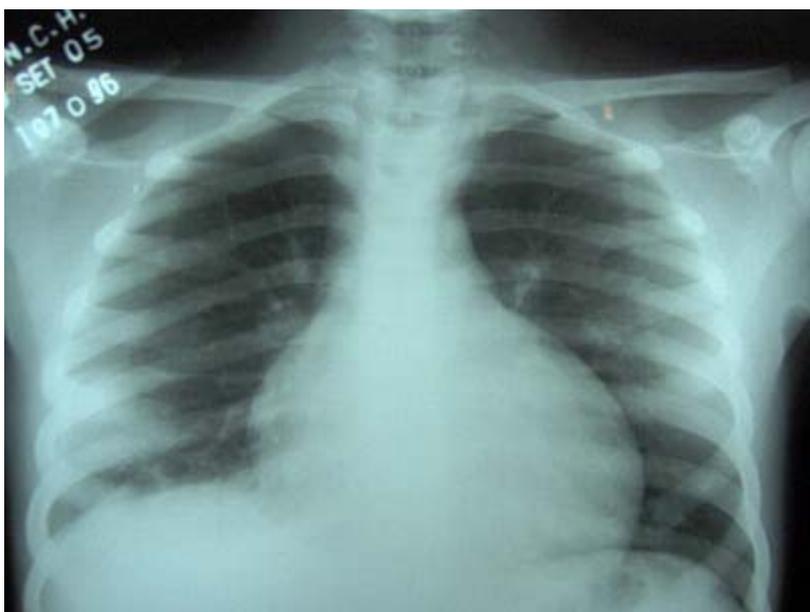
Radiografía no hay evidencia de recidiva del hidrotórax al tercer y sexto mes.
